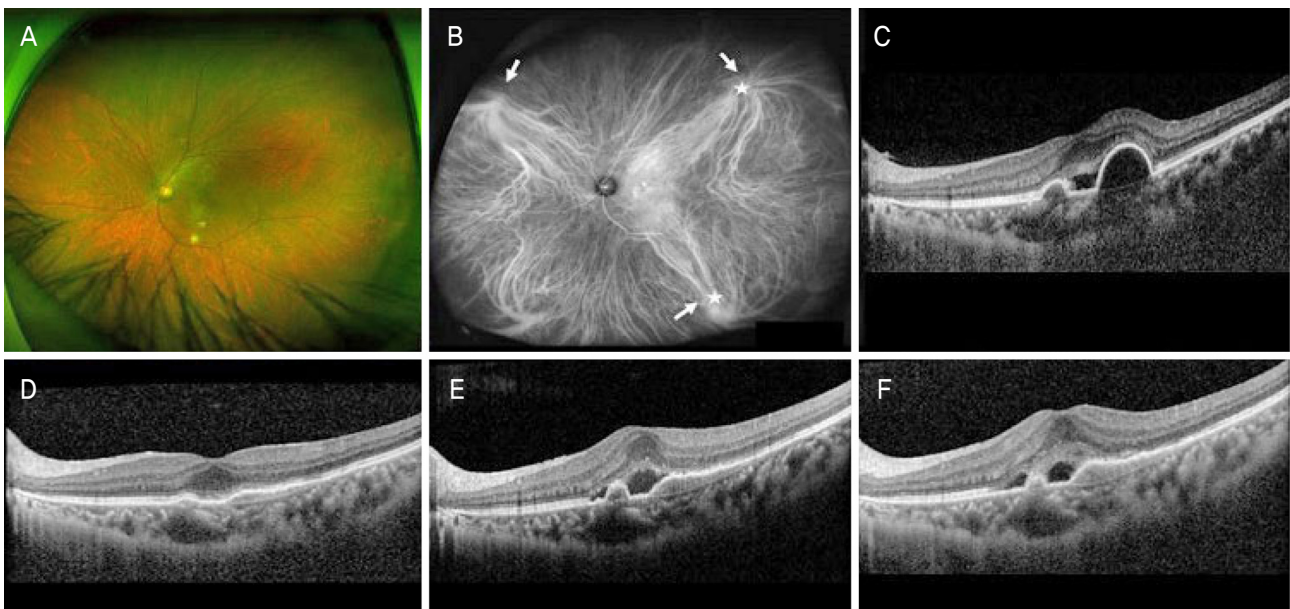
A 69-year-old man with polypoidal choroidal vasculopathy. (A) Wide fundus photography. (B) At baseline, ultra-wide-field indocyanine angiography showed three engorged vortex veins (arrows), two of which extended to the macula (stars). (C) Optical coherence tomography (OCT) showed subretinal fluid (SRF) and protrusion of the retinal pigment epithelium due to a polypoidal lesion. The decimal best-corrected visual acuity (BCVA) was 0.5. (D) After three consecutive monthly intravitreal aflibercept injections, OCT showed complete resolution of the SRF. The decimal BCVA was 0.6. (E) At 6 months, OCT showed recurrence of SRF and the decimal BCVA was 0.4. The patient had two additional intravitreal aflibercept injections. (F) At 12 months, the patient received a total of 6 intravitreal aflibercept injections and the OCT showed remaining SRF. The decimal BCVA was 0.4.
